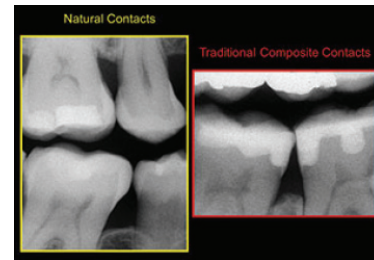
Radiographie rétroconaire comparant un profil proximal naturel et un profil reconstruit avec une matrice plate, David Clark 2018
